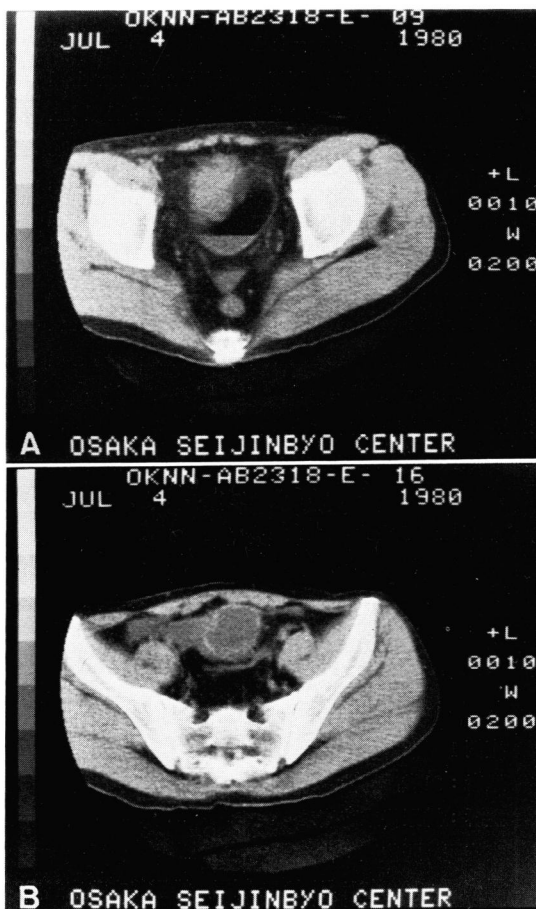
Case 1. CT scan demonstrates a mass extending from the bladder dome superiorly (A, B).
